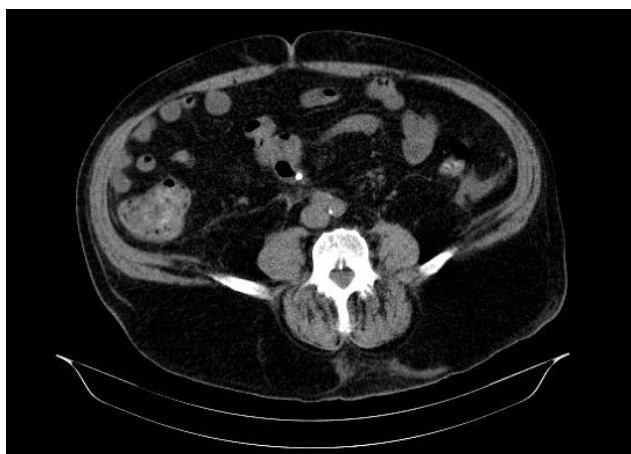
TC abdomen con prótesis plástica (punto blanco) en pared de sigma.
